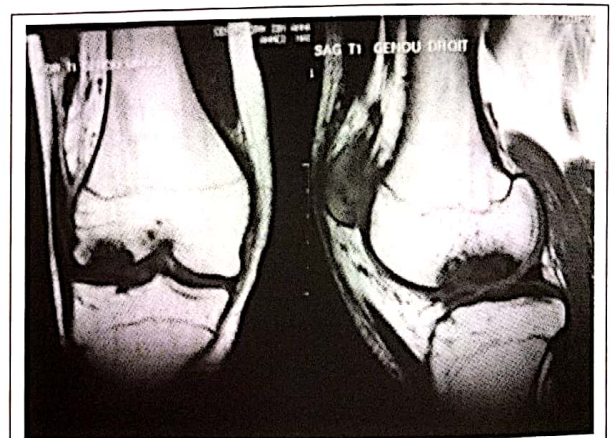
IRM du genou objectivant une ostéochondrite du condyle fémoral externe en zone portante
